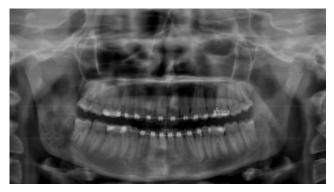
Radiografia panorâmica pré-operatória demonstrando lesão mista em ramo mandibular direito
